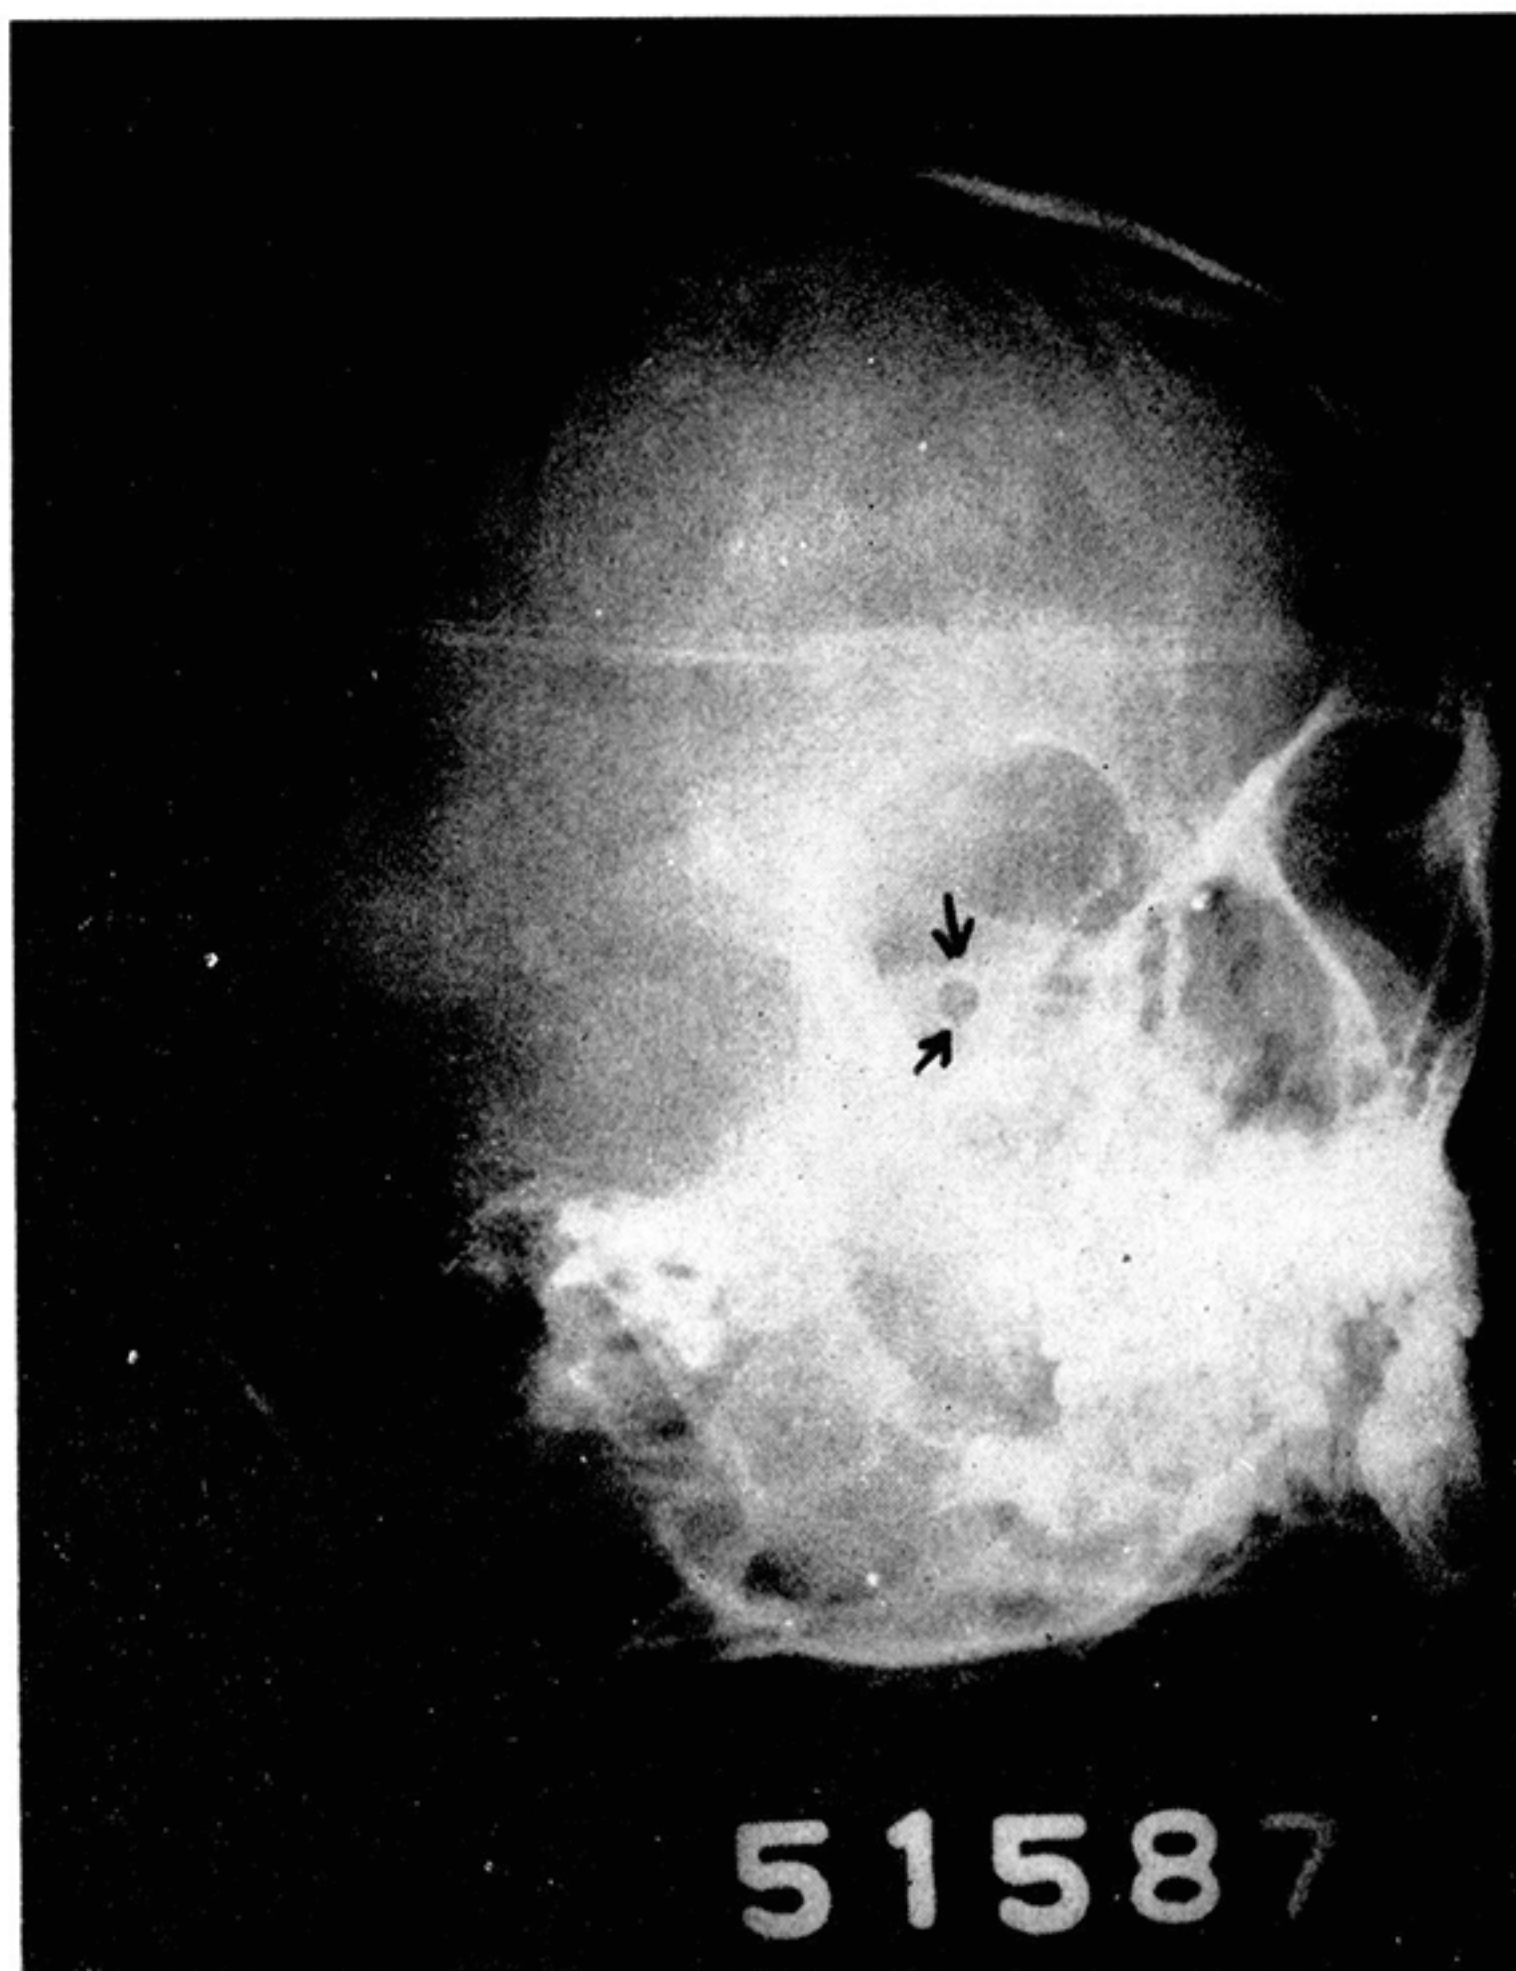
Caso II. Radiografía de agujero óptico derecho, donde se observa el agujero óptico aumentado de tamaño (flechas). Compárese con el lado sano de la figura siguiente.
